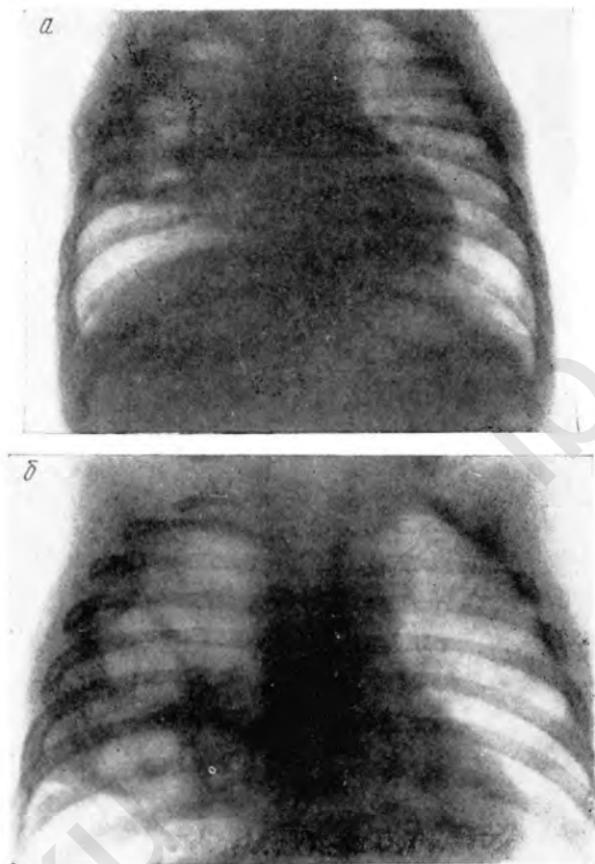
Рентгенограммы Коли С., 8 месяцев.
